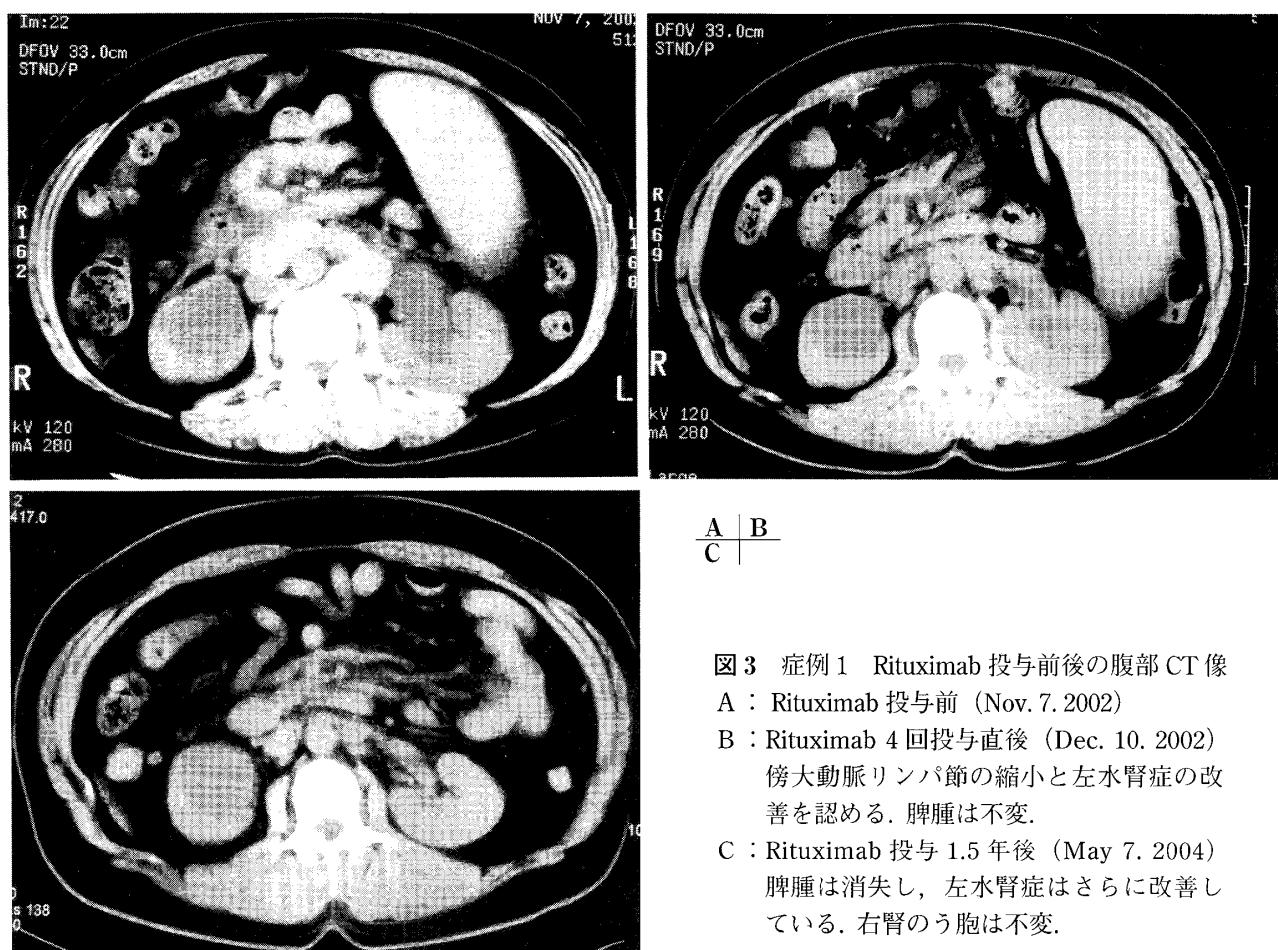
症例1 Rituximab投与前後の腹部CT像
